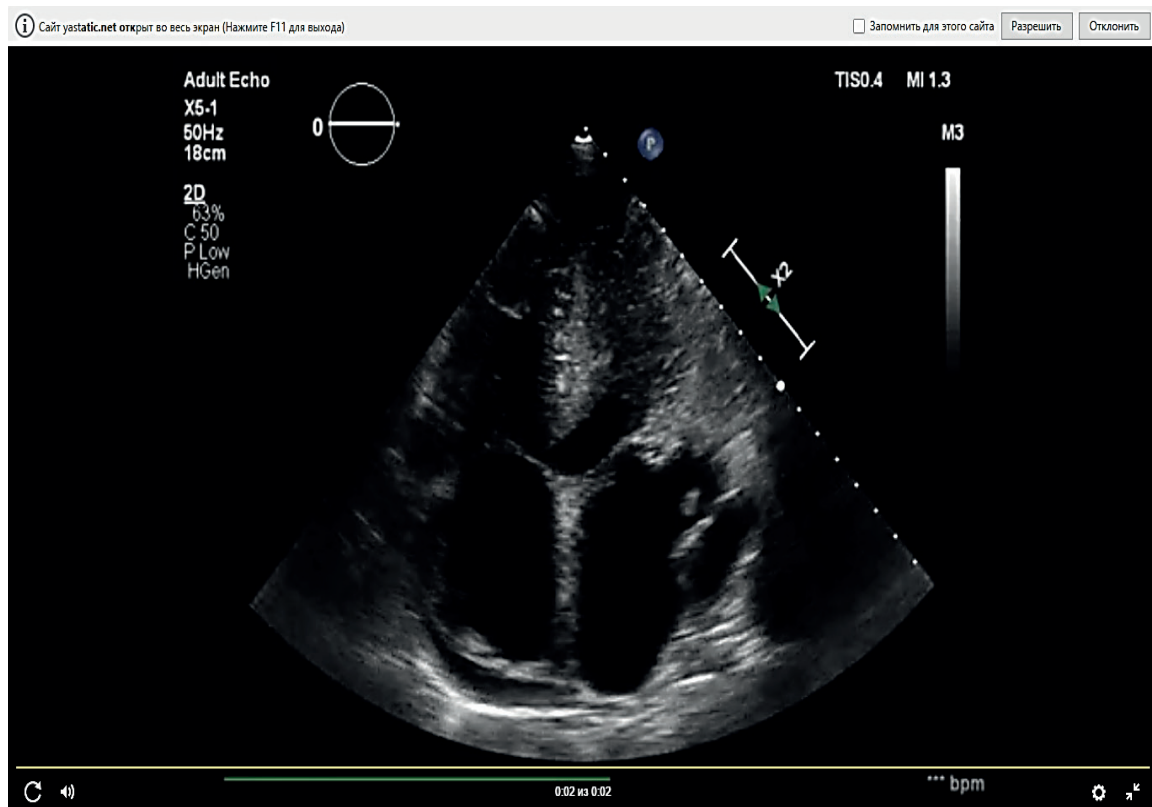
Эхокардиография. Пристеночный тромб правого и левого предсердия.
